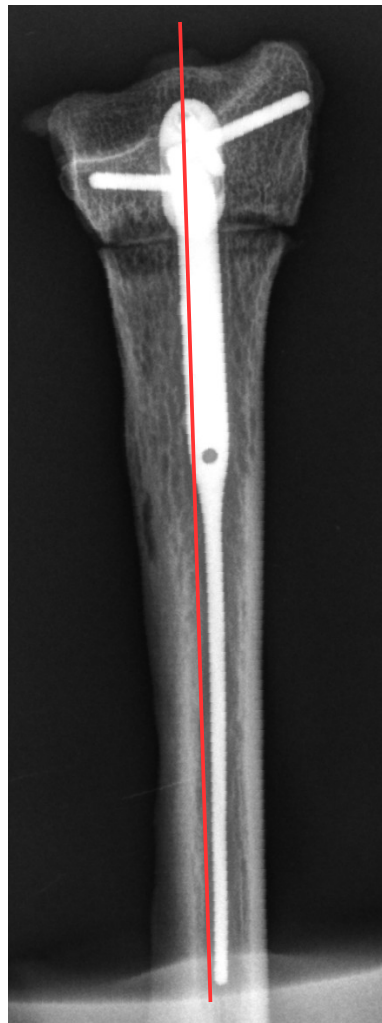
DNP im a.p. Röntgenbild
